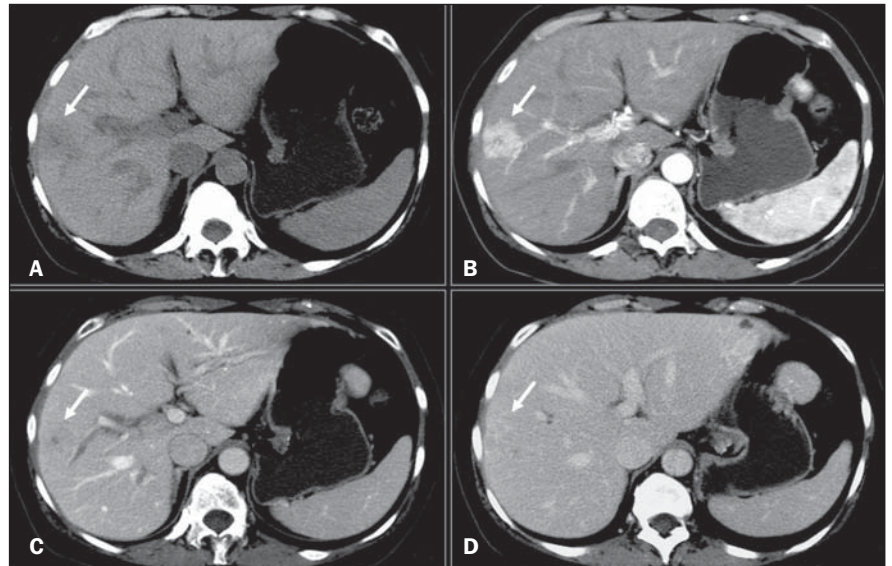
Hiperplasia nodular focal típica na TC (setas). Fases sem contraste (A), arterial (B), portal (C) e de equilíbrio (D). Notar impregnação precoce na fase arterial e clareamento rápido na fase portal. A cicatriz central permanece hipoatenuante nas fases precoces e se impregna tardiamente na fase de equilíbrio.
